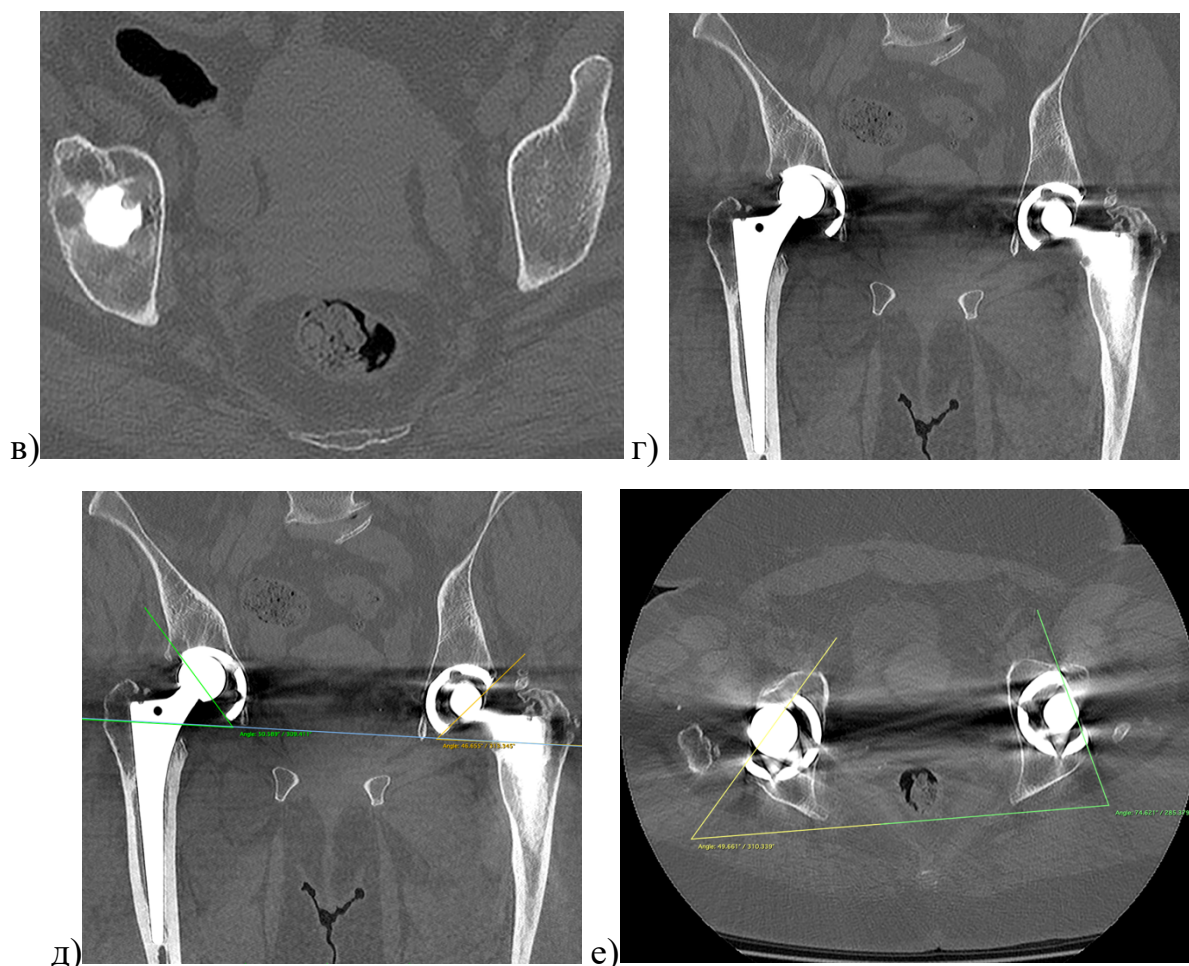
Рентгенограммы и КТ-сканы после ЭП обоих ТБС через 19 лет слева и 17 лет справа. Отмечается критический уровень износа полиэтилена в правом ТБС на обзорной рентгенограмме таза (а) и боковой проекции правого ТБС (б). Имеются незначительные проявления ретроацетабулярного остеолита, лучше дифференцируемые на КТ и более выраженные справа (в, г). При рентгенометрии по данным КТ углы наклона вертлужных компонентов $50,6^\circ$ и $46,7^\circ$ справа и слева соответственно, а антеверсии – $40,3^\circ$ и $25,4^\circ$ (д)
